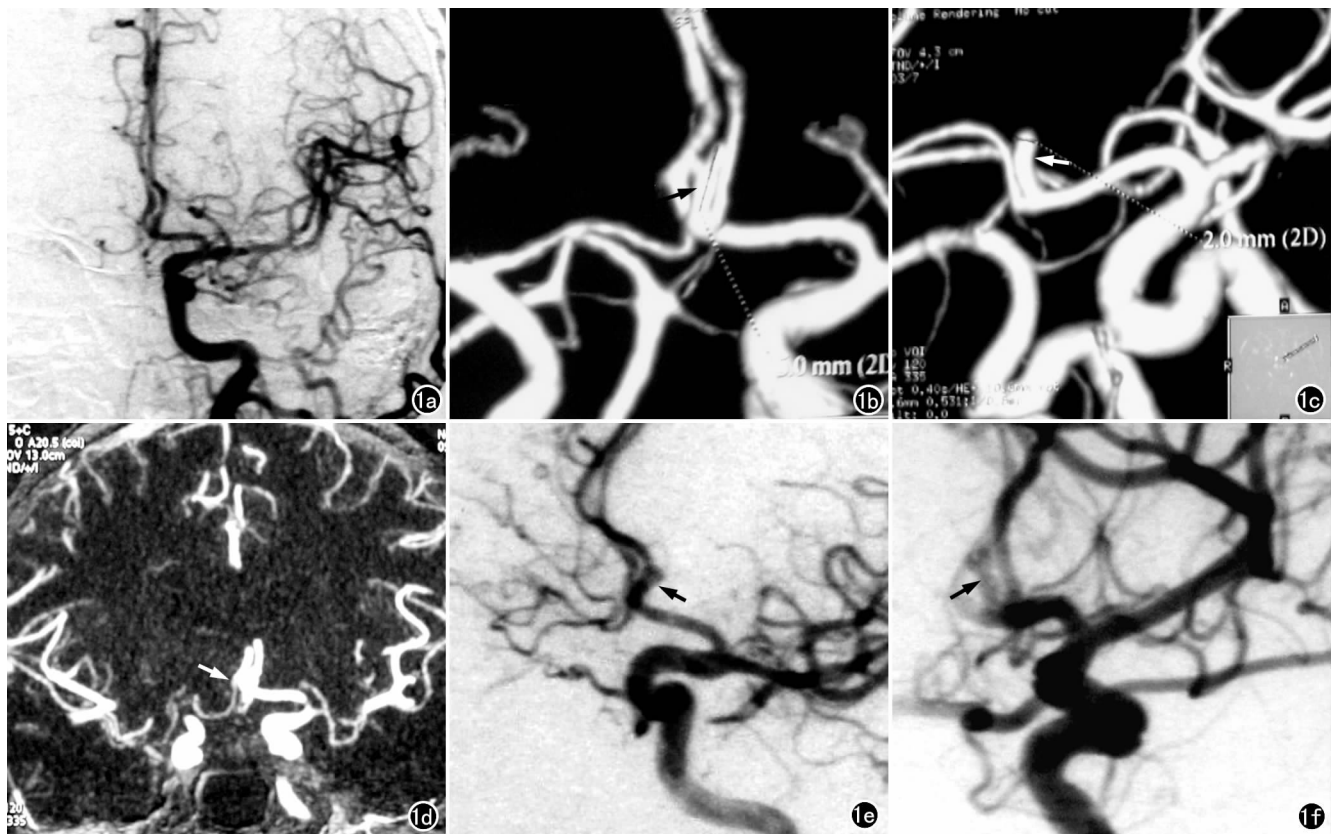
前交通动脉腊肠形微小动脉瘤。a) 第一次 DSA 示动脉瘤重叠于左侧大脑前动脉而漏诊; b) CTA VR 图像示前交通动脉瘤(箭); c) 侧位 VR 图像清晰显示动脉瘤(箭); d) MIP 图像上可见前交通动脉瘤(箭); e) 第 2 次在 CTA 指导下行 DSA,清楚显示动脉瘤(箭),其远端增大; f) 斜位 DSA 示动脉瘤(箭)。
